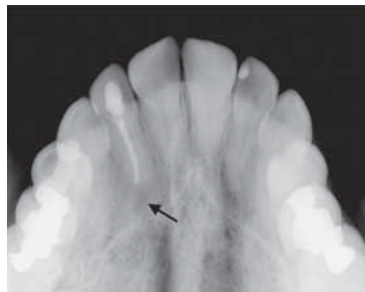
La radiographie occlusale réalisée 1 année et 10 mois après l'intervention chirurgicale montre la réossification complète du site d'exérèse, avec un os de structure normale (flèche).
